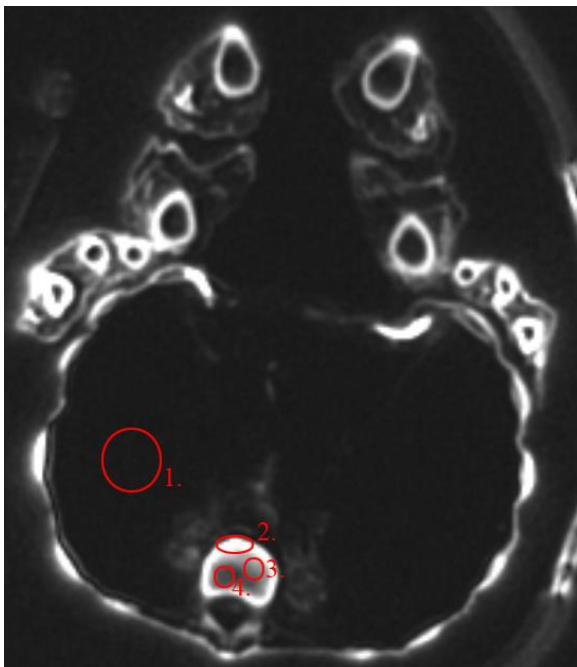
Peru, Bild 8, MRT
